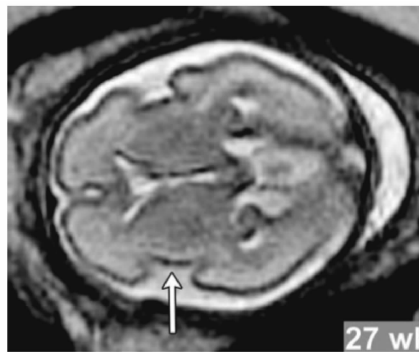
27 孕周胎儿 MRI,箭头所指为胎儿正常发育的外侧裂^[35]
